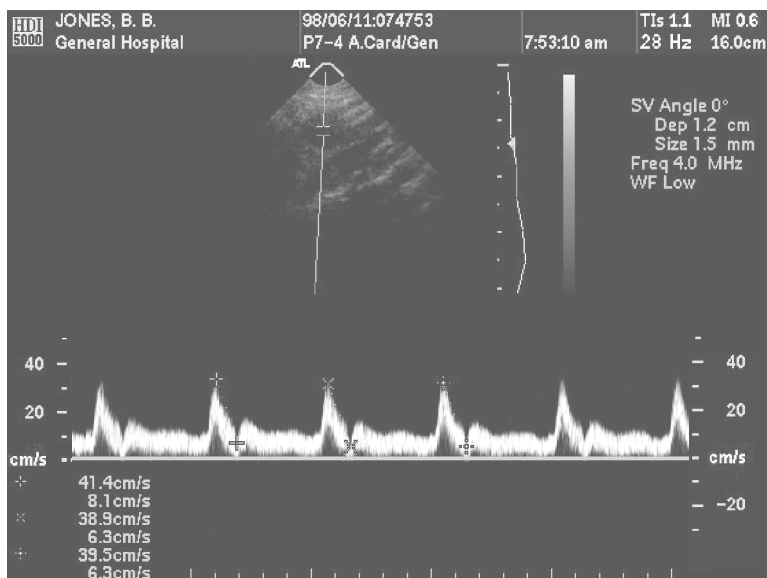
Medición de distancia Doppler: Visualización Doppler en vivo
